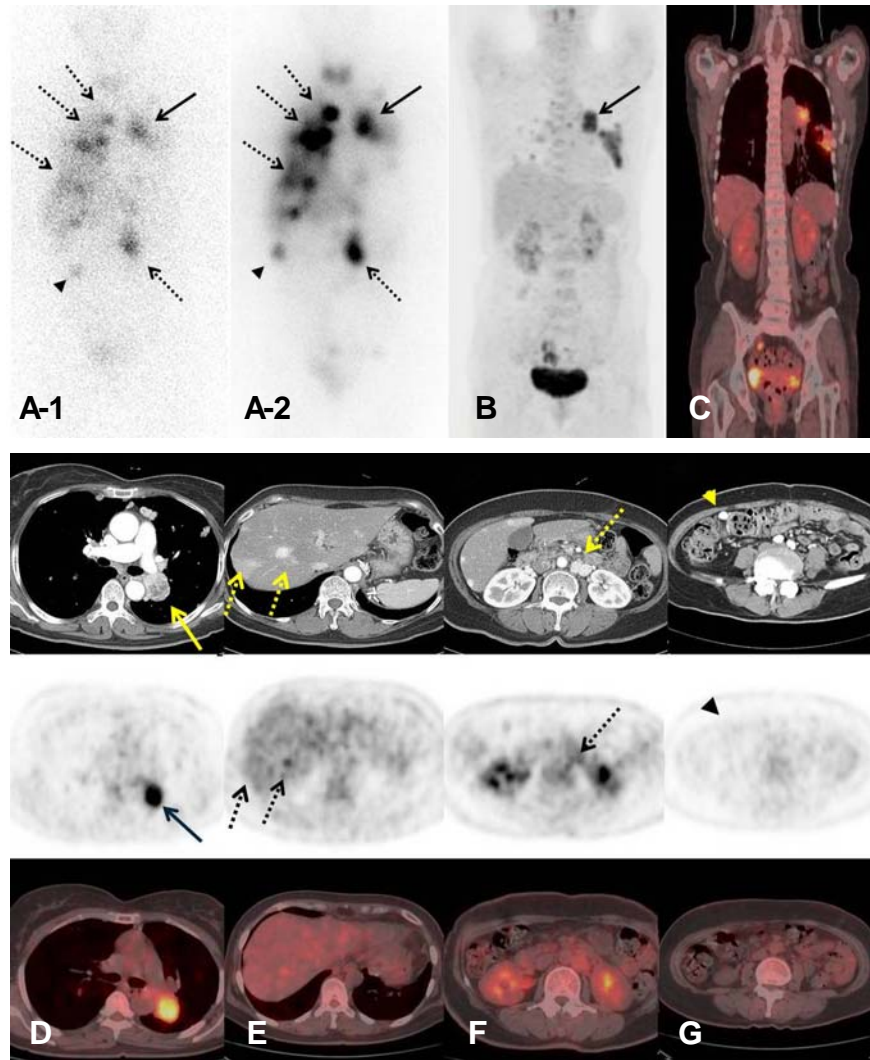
A 59-year-old woman who had undergone left adrenalectomy for pheochromocytoma 4 years ago was received therapy of ^{131}I -MIBG at a dose of 7.4 GBq. Pre-therapy (A1) and post-therapy (A2) ^{131}I -MIBG scintigraphy shows multiple hot uptakes in both lungs, liver, abdomen and lymph nodes. The maximum-intensity-projection (MIP) image and the coronal image of ^{18}F -FDG PET/CT show hypermetabolic lesions in the anterior mediastinum, both lungs, but do not in the liver (B and C). ^{18}F -FDG PET/CT shows increased uptake in left upper lung (D). But, ^{18}F -FDG PET/CT shows mildly increased glucose metabolism in hepatic nodules & paraaortic lymph nodes (E and F). And there is only enhancing mesenteric lymph node with no FDG avidity (G). (arrow: well correlated lesion between ^{131}I -MIBG and PET/CT, dotted arrow: hot uptake in ^{131}I -MIBG scintigraphy, but only mild uptake in PET/CT, arrow head: increased uptake in ^{131}I -MIBG scintigraphy, but no uptake in PET/CT)
